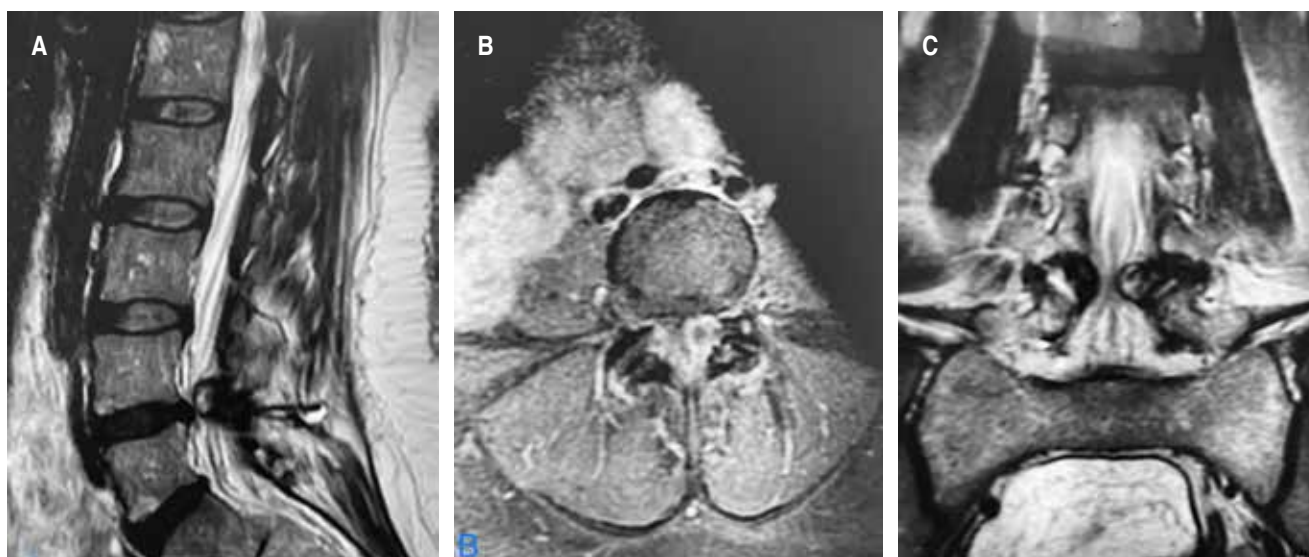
A) Resonancia magnética (RM) sagital T2 se observa estenosis con compresión de la cauda equina a nivel de L4-L5 con predominio izquierdo. B) RM axial T2 con compresión de la raíz nerviosa izquierda de L4-L5. C) RM coronal con estenosis de canal lumbar L4-L5 izquierdo.
